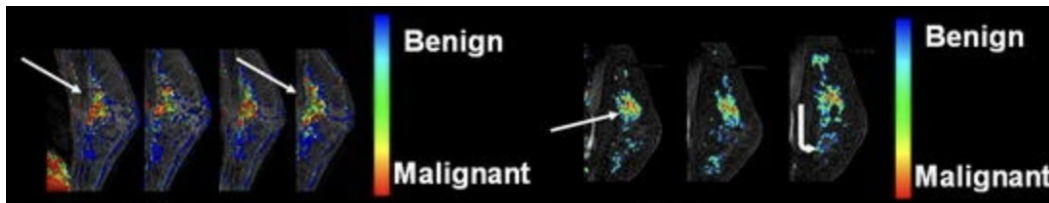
DCE-MRI in cui è possibile vedere l'evoluzione (da sinistra a destra) della malattia in una paziente di 39 anni, con cancro lobulare invasivo, dopo il primo ciclo di terapia. Jacobs et al., 2011
